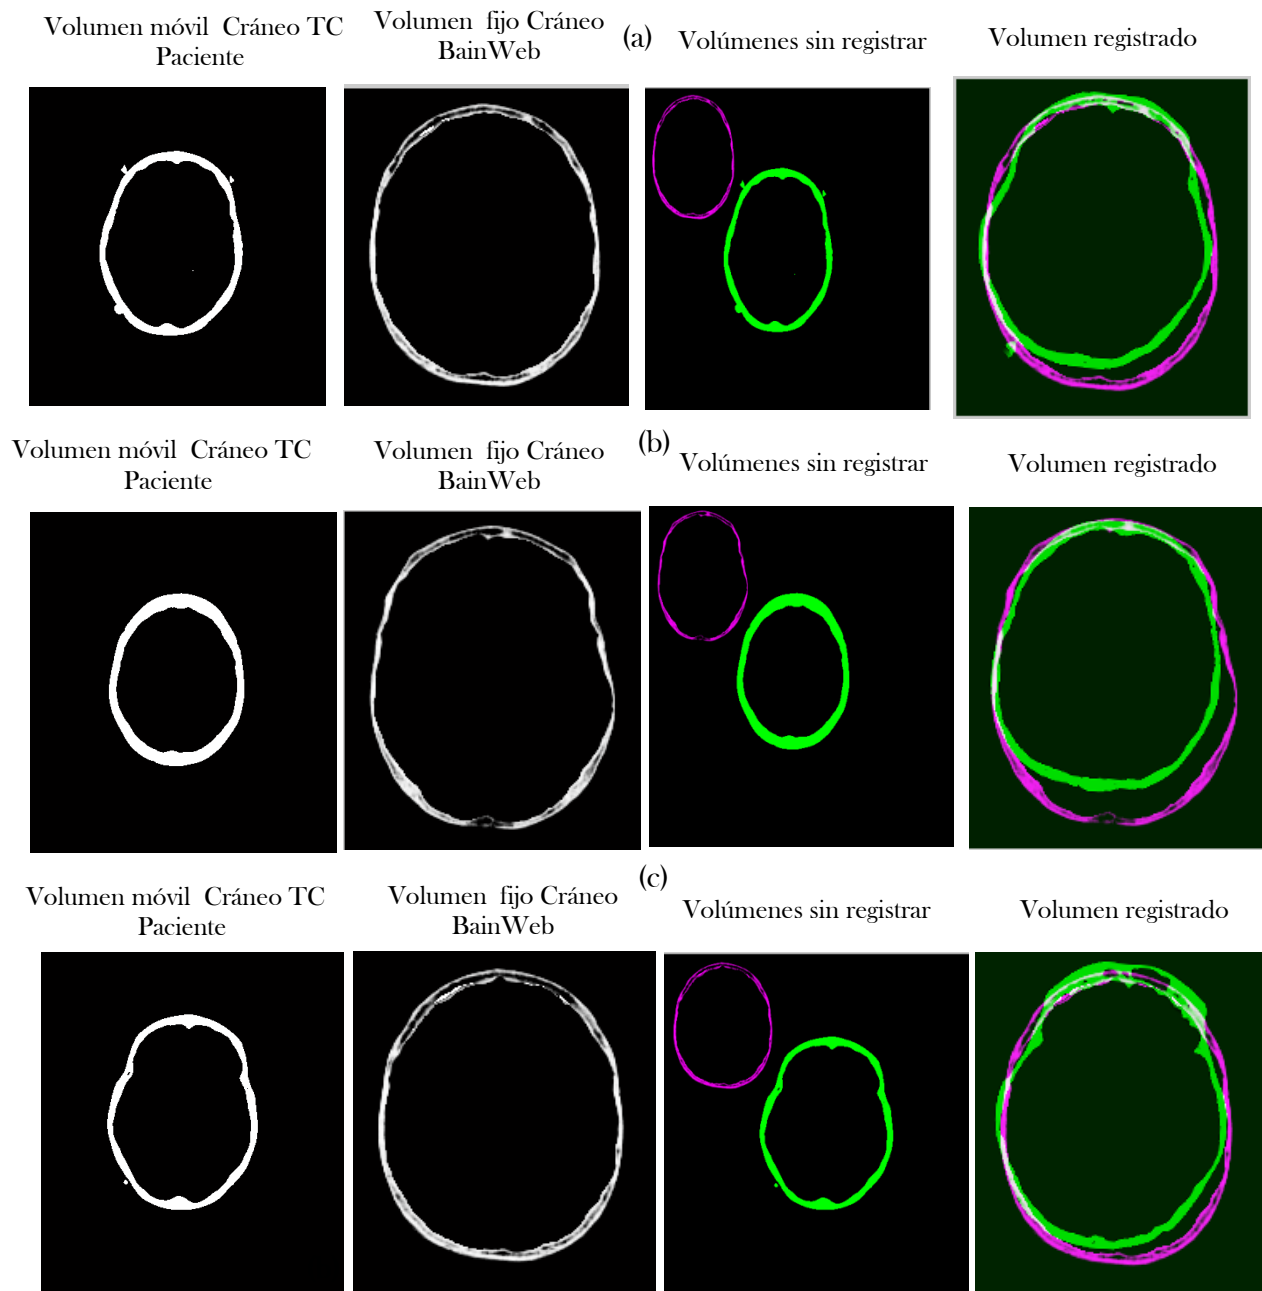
Vista 2D del corte axial del volumen registrado, obtenido tras el registro rígido, partiendo de los volúmenes de cráneo TC de cada paciente (volumen móvil) y el cráneo del Cerebro Virtual BrainWeb (volumen fijo). En estos resultados se muestra un corte de la parte superior de cada volumen para el paciente: (a) Uno, (b) Dos, (c) Tres.
